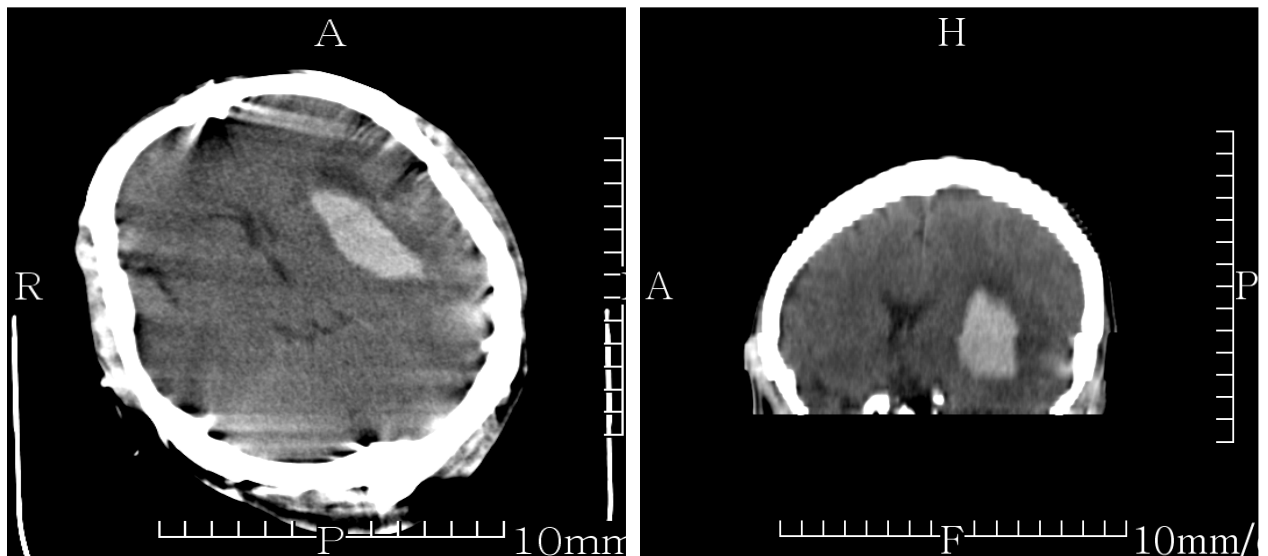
Комп'ютерна томограма головного мозку хворої Д. Геморагічний інсульт в лівій півкулі головного мозку. Зона підвищеної щільності в проекції внутрішньої капсули ( $V=8,7 \text{ см}^3$ ). Аксіальний зріз на рівні бокових шлуночків.
